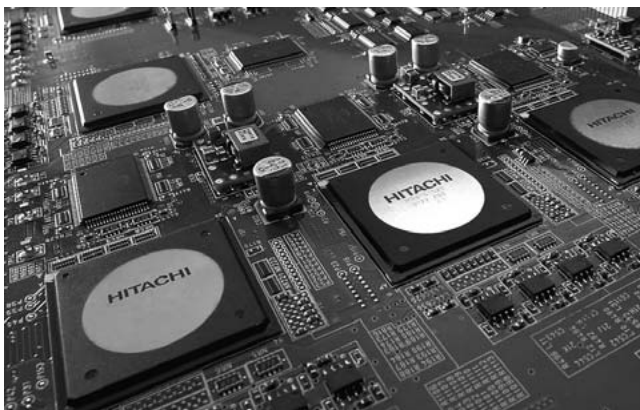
高性能プラットフォーム「Ultrasound Broadband Engine」
